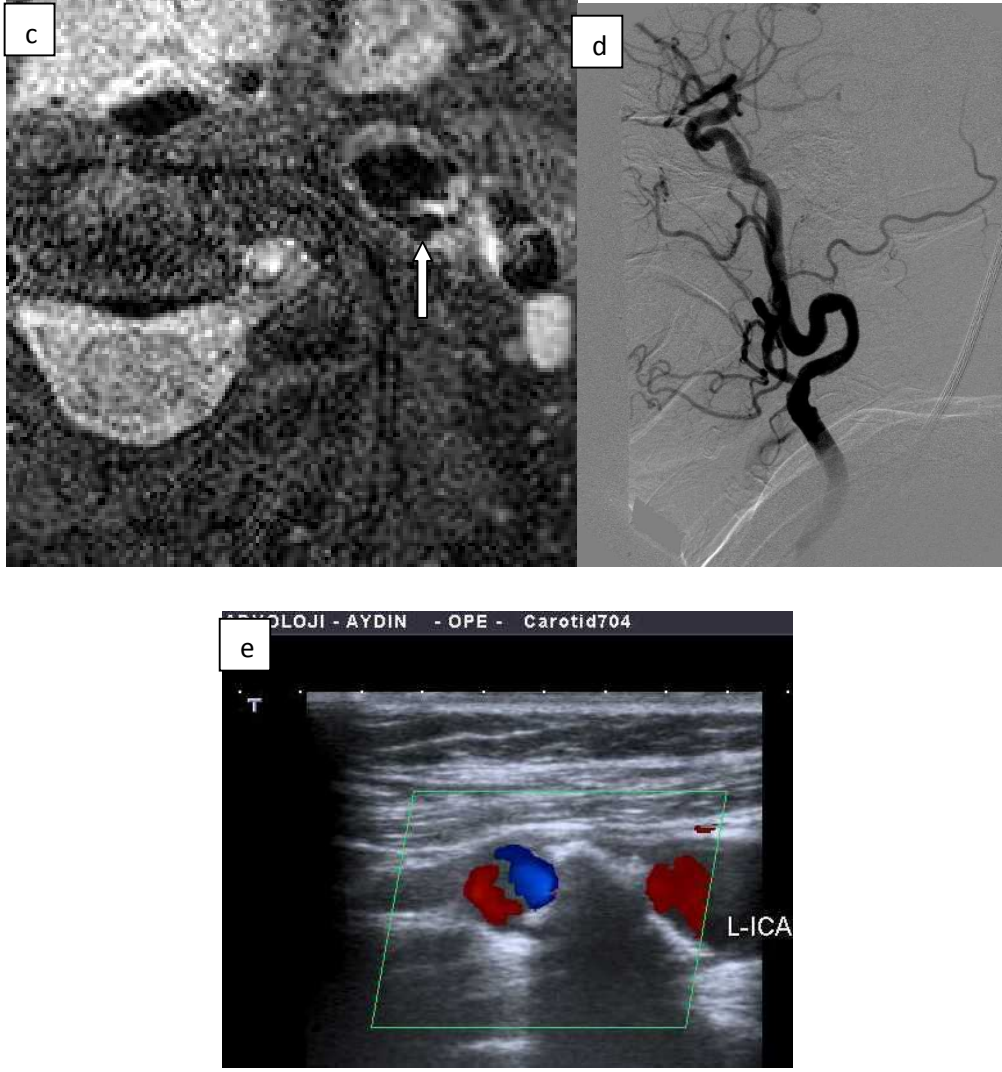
(Olgu 6) a. Diffüzyon MRG solda MCA-ACA kıyı bölgesinde multipl akut enfarkt b. MRG PD hiperintens yağlı plak c. TOF sekansı düzensiz fibröz kep, intraplak hemoraji ile uyumlu intensite artışı d. USG Sol ICA fibrofatty plak
